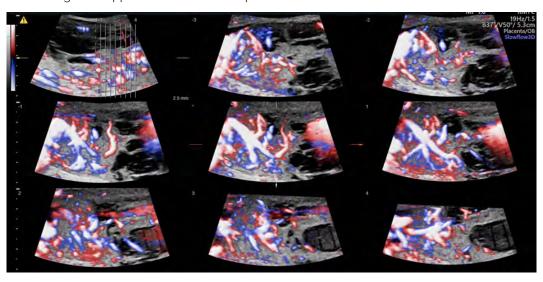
Хорионагиома: томографический режим с ЦДК Figure 4. Chorioangioma: Tomographic Ultrasound Imaging with Color Doppler
